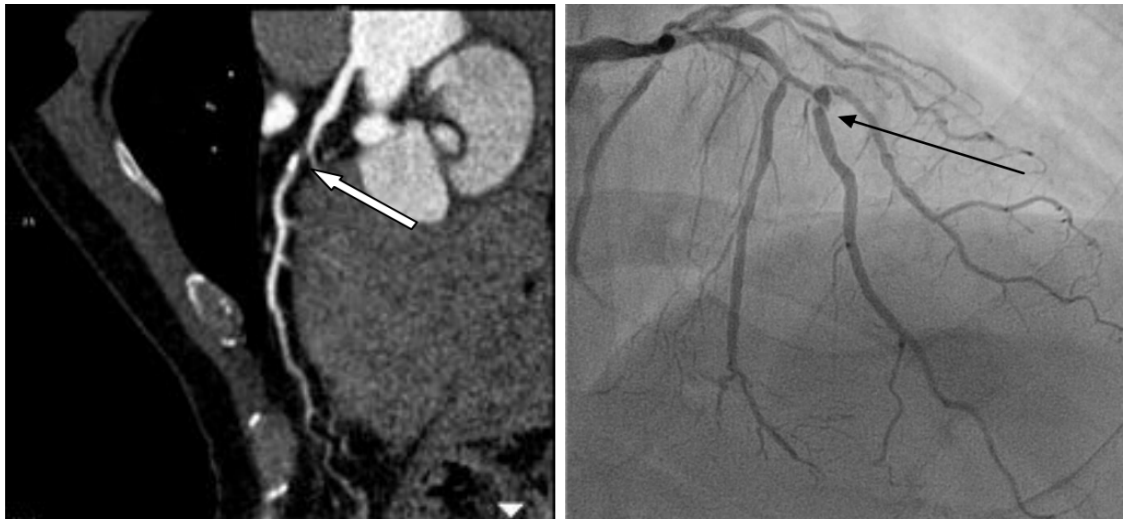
Субтотальний стеноз передньої міжшлуночкової артерії А - МСКТ-коронарографія; В - КАГ
